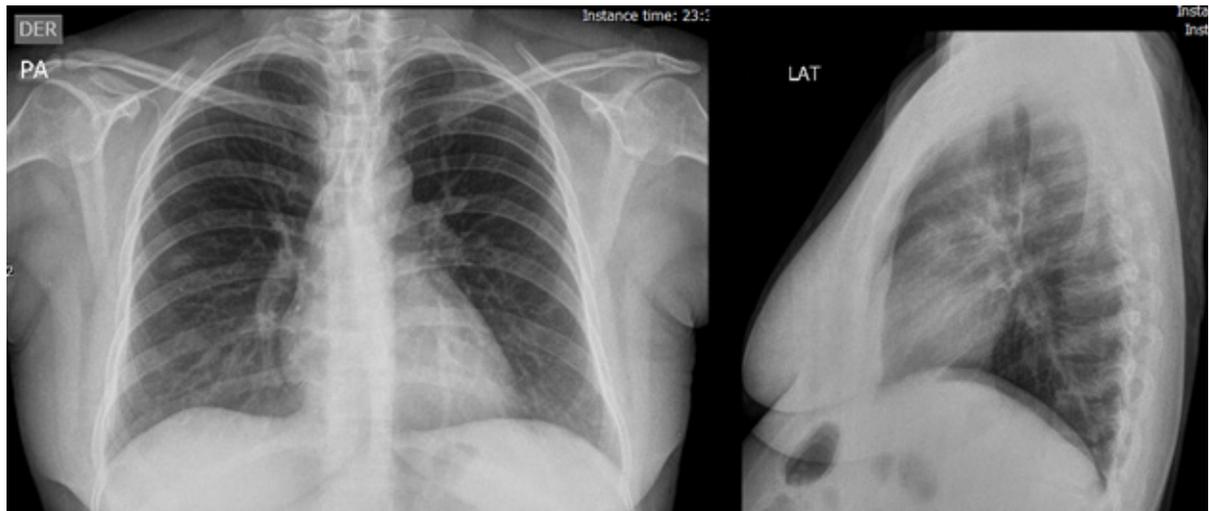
Radiografía de tórax normal.
